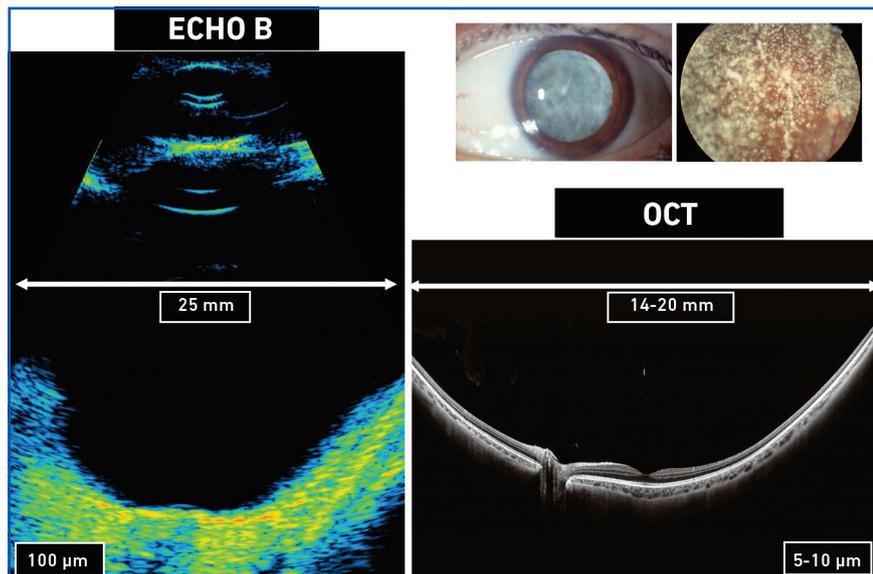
Comparaison d'une coupe échographique et d'une coupe d'OCT. Noter une plus faible résolution mais une plus large fenêtre d'examen pour l'échographie, possible même en cas de troubles des milieux transparents.
